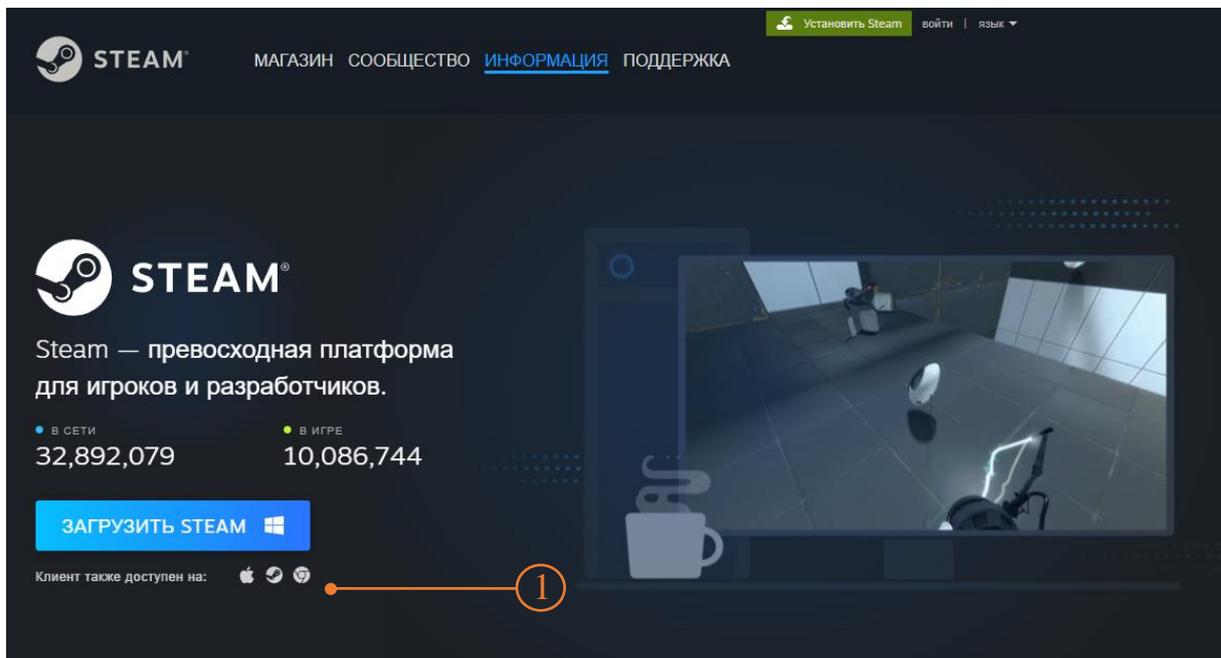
Загрузить Steam
